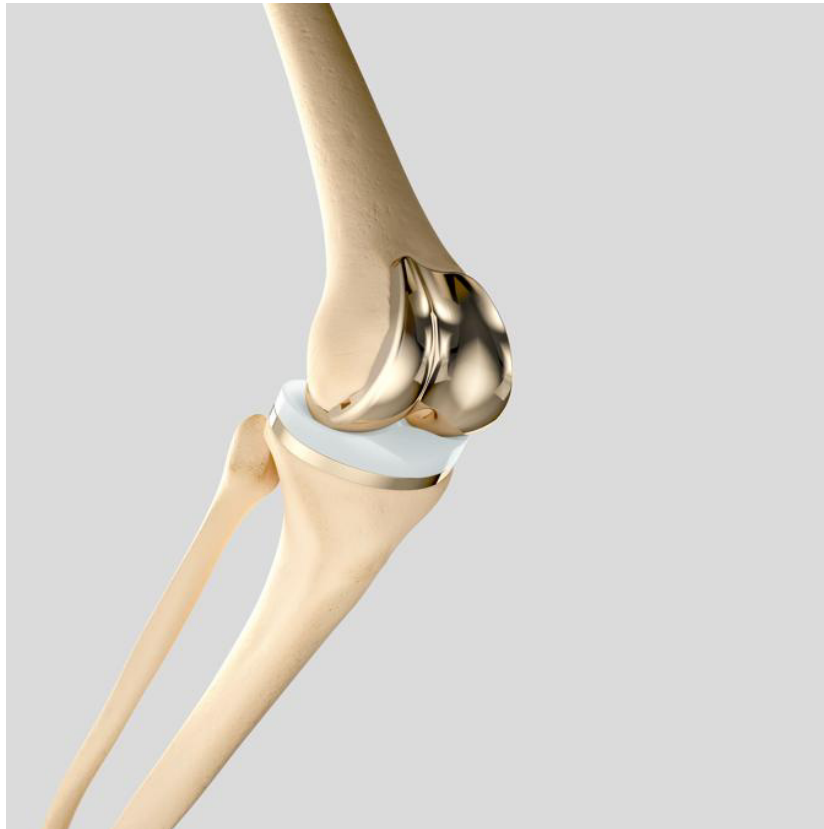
Beispiel eines bikondylären Oberflächenersatzes am Kniegelenk (mit freundlicher Genehmigung der Fa. Aesculap, Typ Columbus®) am Modell (oben) und postoperatives Röntgenbild
